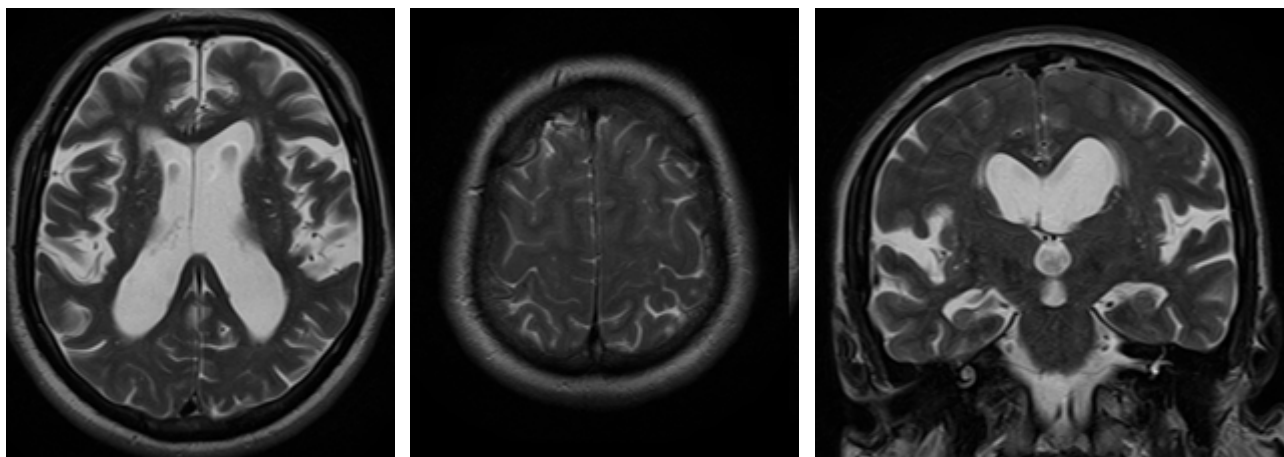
МРТ головного мозга пациента с иНТГ: визуализируются расширенные желудочки головного мозга и боковые щели, при этом субарахноидальные пространства конвексимальной поверхности и межполушарной щели сужены (DESH-синдром)
